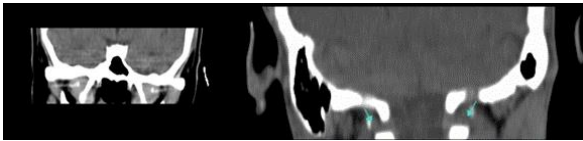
Skull base and FO's proximity to electrodes at coronal CT image.
